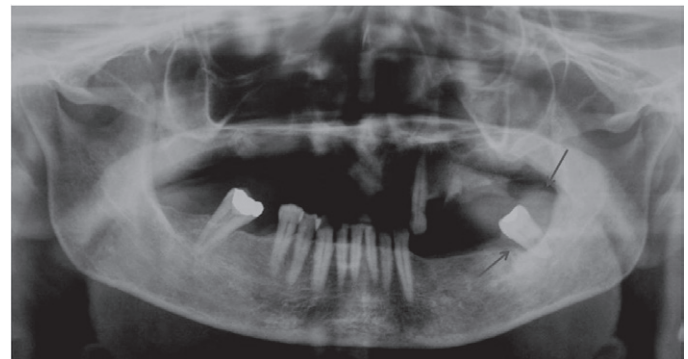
Radiografia panorâmica demonstrando reabsorção óssea e imagem radiopaca discreta envolvendo o dente 38 sugerindo proliferação de tecido mole.
